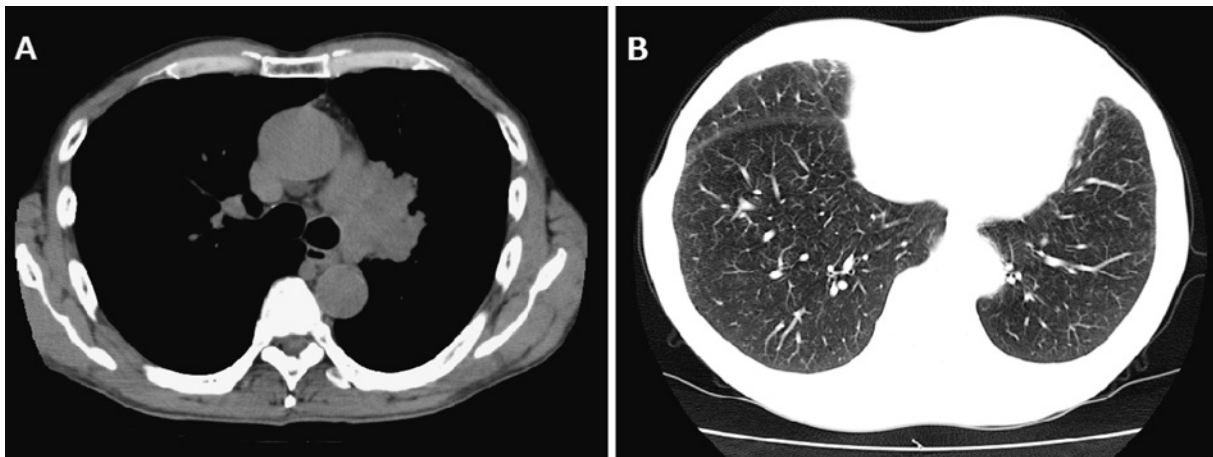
Chest CT performed on the initial visit showed a tumor with swollen lymph nodes in the left upper lobe (A) but otherwise no abnormalities in the lungs (B).
